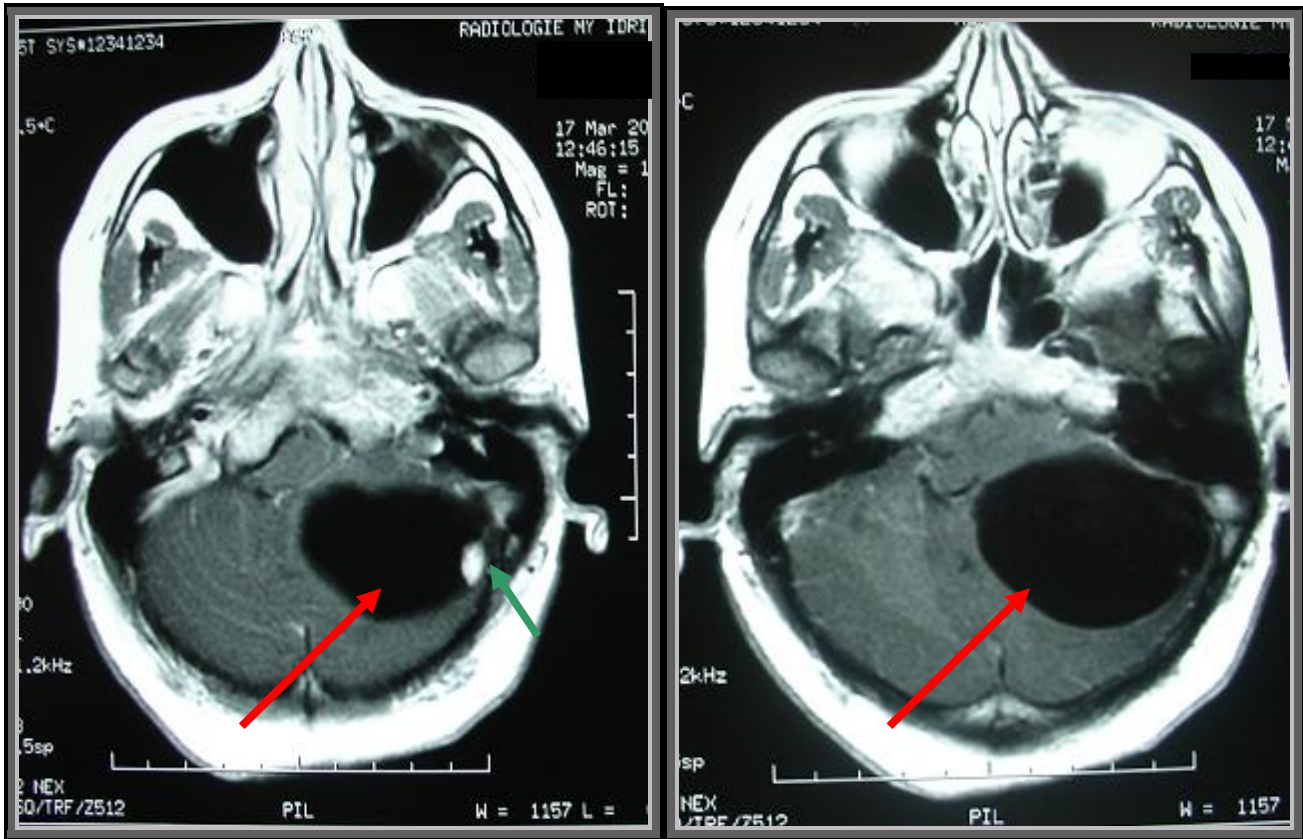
IRM cérébrale en coupes axiales, séquence pondérée T1, avec injection de produit de contraste, montrant une lésion kystique cérébelleuse gauche (flèches rouge), homogène, hypointense avec un nodule mural fortement rehaussé par le produit de contraste (flèche verte).
